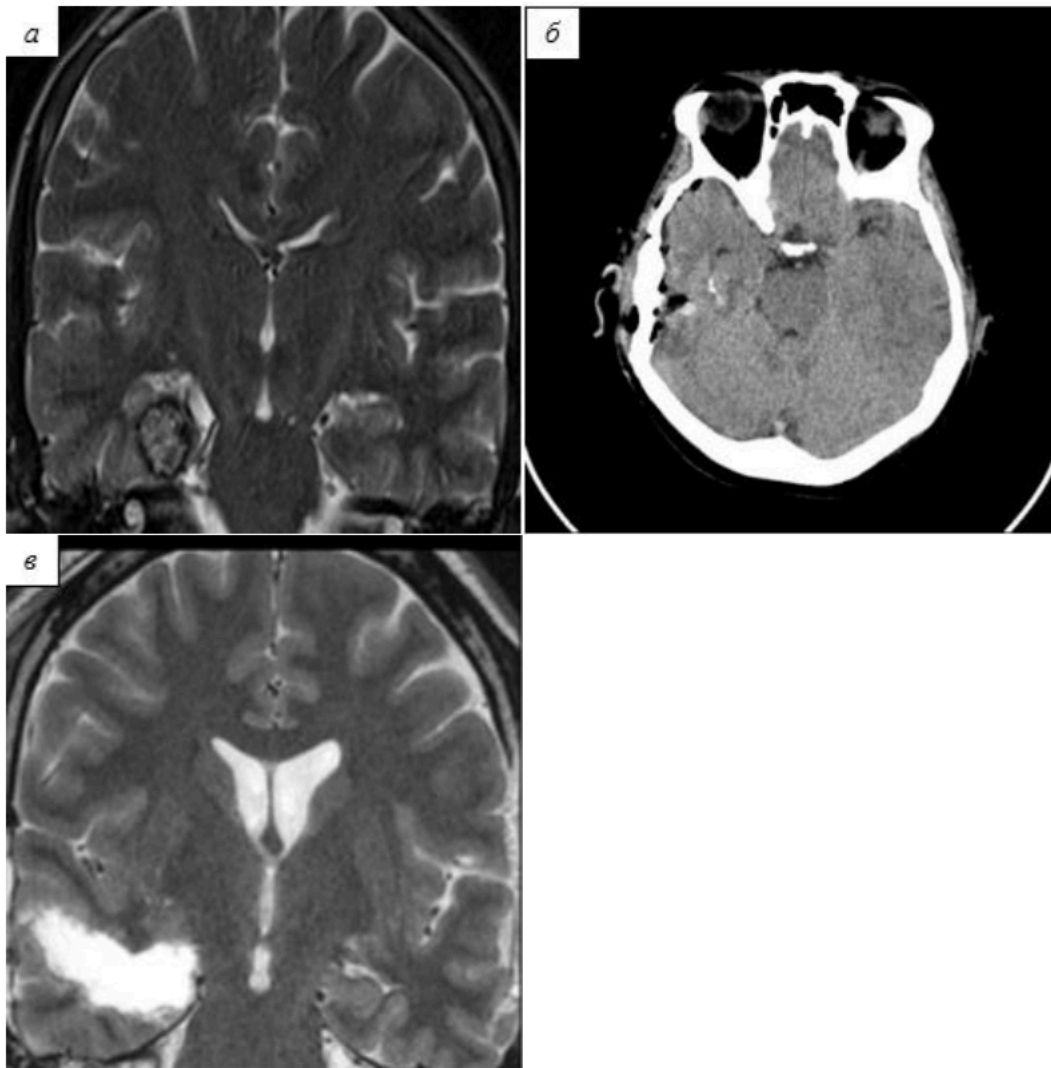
Серия снимков пациента М, 31 год, с диагнозом кавернозная ангиома правой височной доли: а – МРТ-снимок до операции в коронарной проекции в режиме T2, б - КТ-контроль через 1 сутки после операции (аксиальная проекция), в - МРТ-контроль (режим T2 в коронарной проекции) через 2 года после операции
